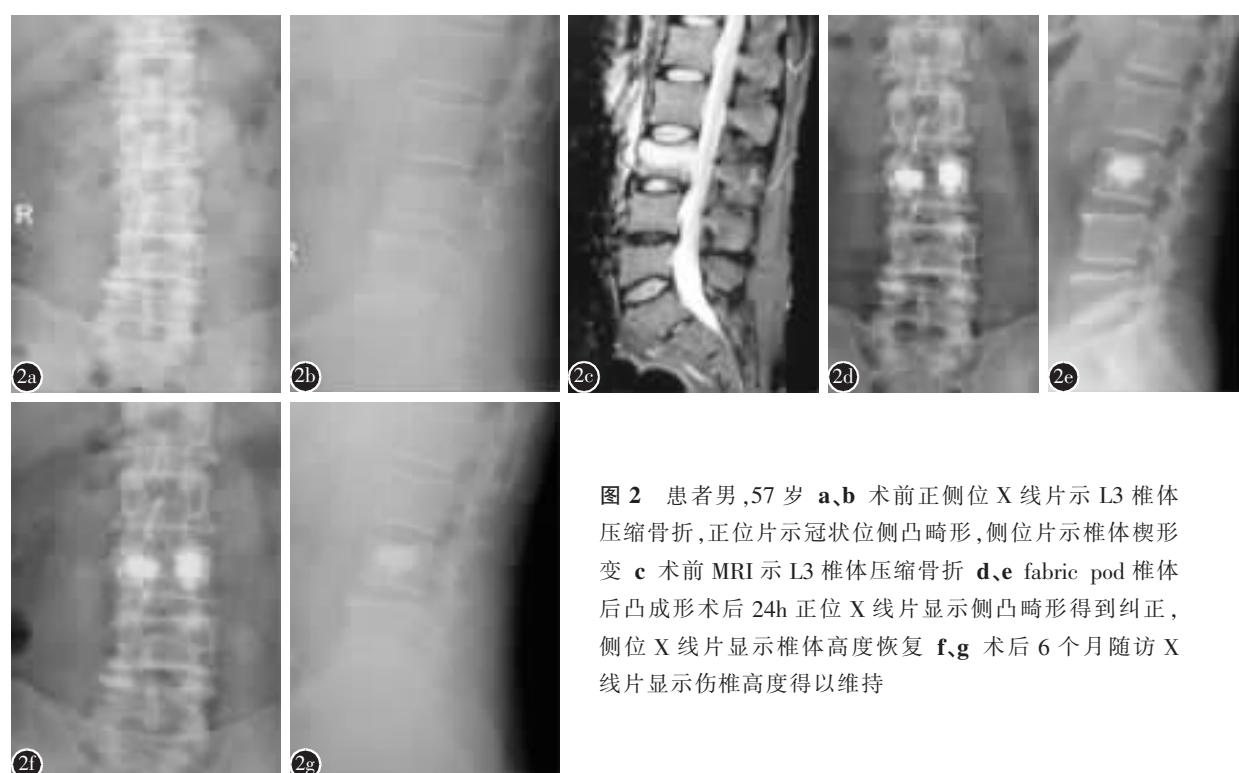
患者男,57岁 a、b 术前正侧位X线片示L3椎体压缩骨折,正位片示冠状位侧凸畸形,侧位片示椎体楔形变 c 术前MRI示L3椎体压缩骨折 d、e fabric pod椎体后凸成形术后24h正位X线片显示侧凸畸形得到纠正,侧位X线片显示椎体高度恢复 f、g 术后6个月随访X线片显示伤椎高度得以维持
